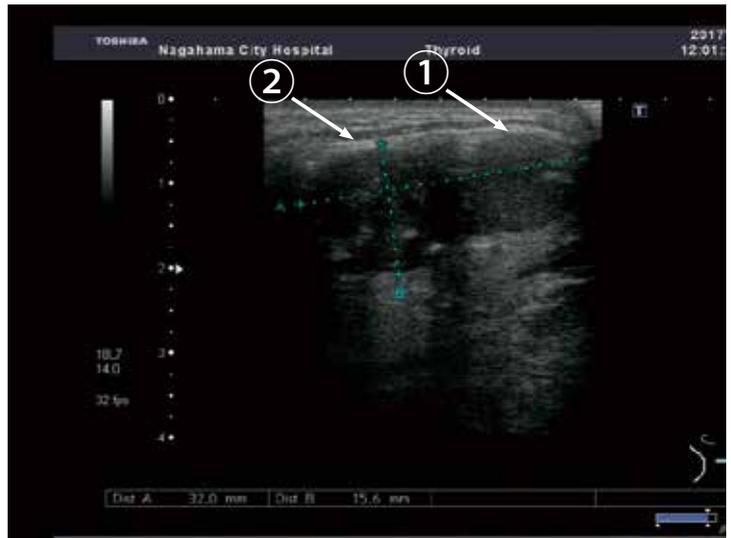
bエコー画像 (①境界明瞭、②境界不明瞭)
